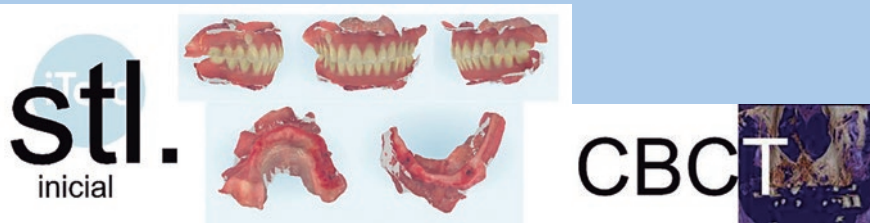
Escaneado intraoral inicial y CBCT inicial.
